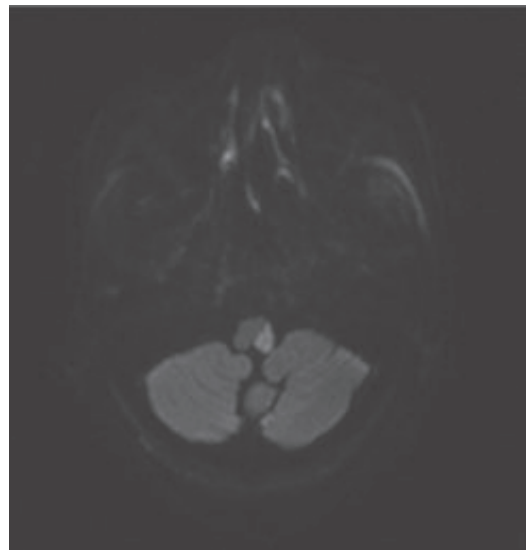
Brain MRI(X. 5. 17.)
